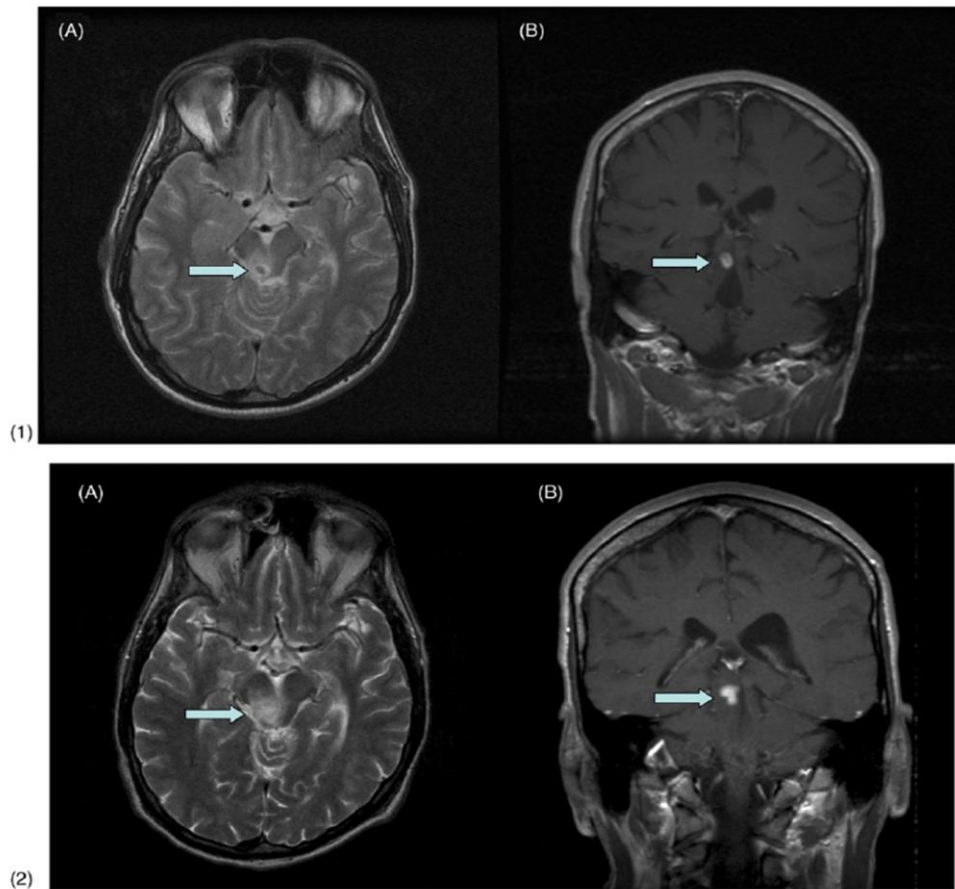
IRM Cérébral de lésions d'*Histoplasma capsulatum*
